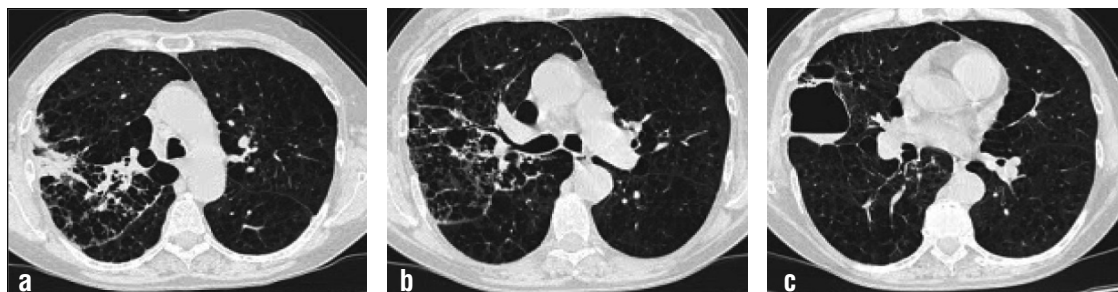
b y c: TC Tx: enfisema panacinar con complejos bullosos bilaterales, consolidación en lóbulo superior derecho asociado a bulla con contacto pleural que presentaba nivel hidroaéreo en su interior.
